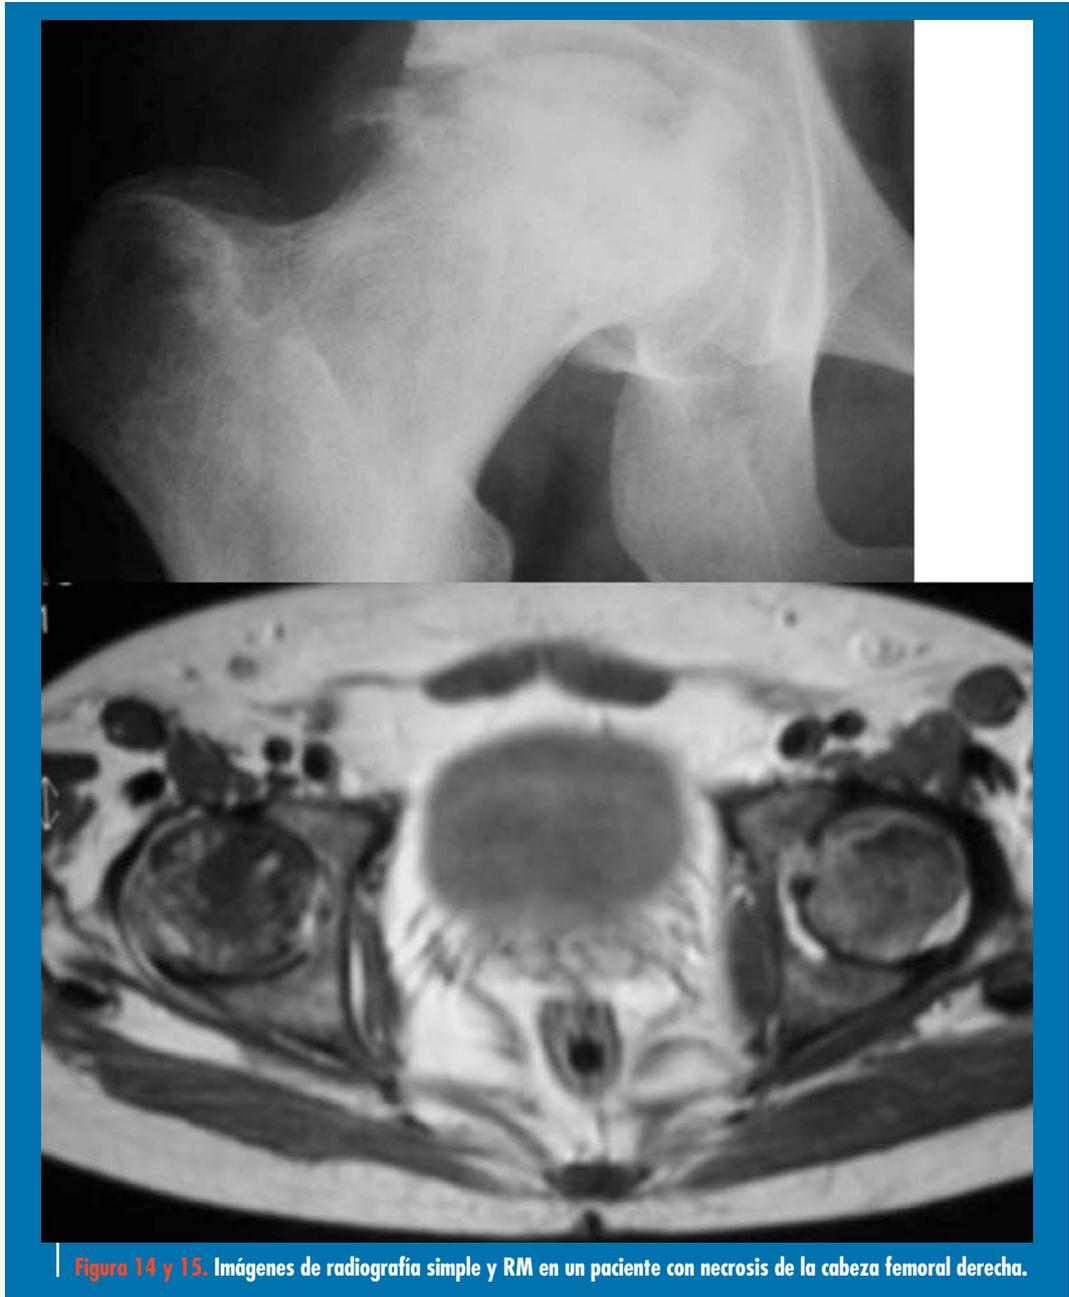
Imágenes de radiografía simple y RM en un paciente con necrosis de la cabeza femoral derecha.
